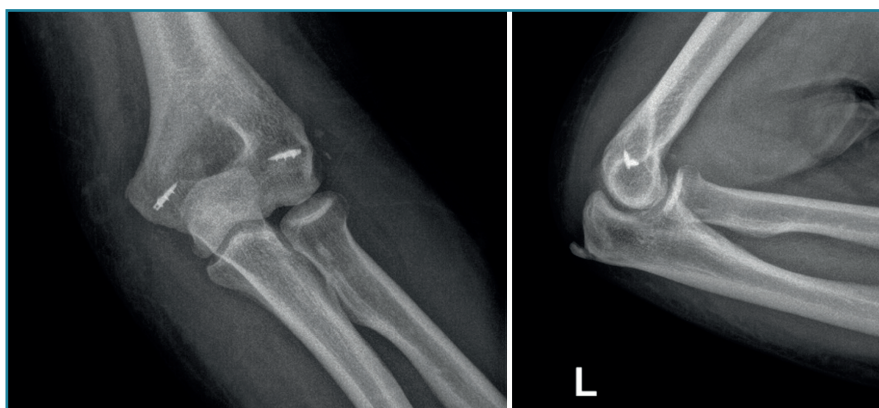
Radiografías de control en proyección anteroposterior y lateral en un paciente afecto de inestabilidad simple de codo persistente en el que se le realizó una reparación aguda del ligamento colateral lateral (LCL) y del ligamento colateral medial (LCM) mediante un sistema de arpones y suturas.
